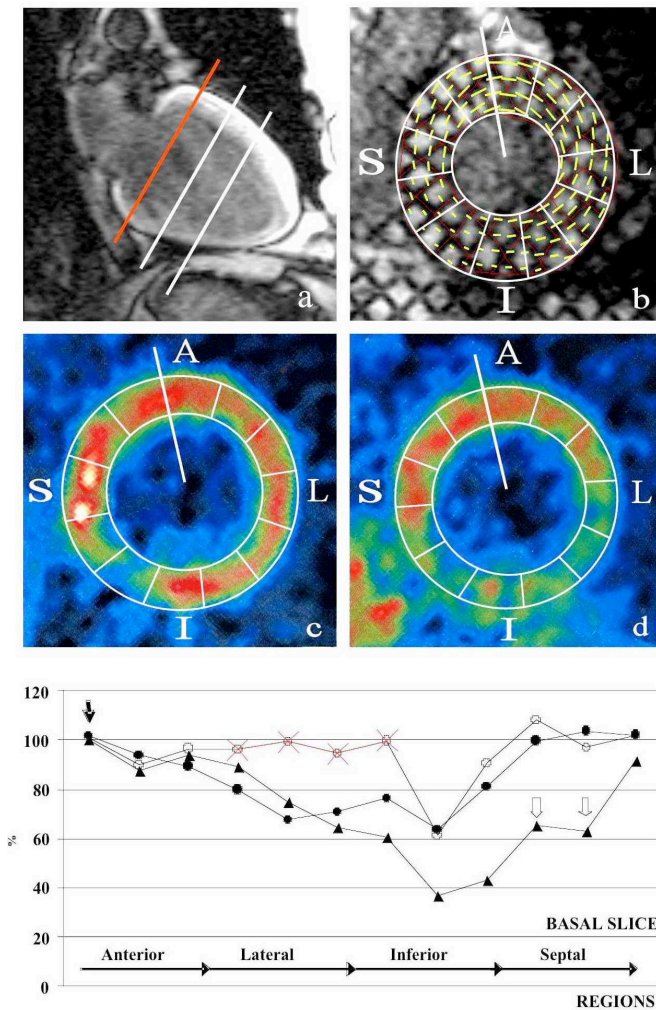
a, long axis localizer view in a patient. Three of six tag lines at rest were chosen at three ventricular levels for matched correlation with PET slices. Red line, basal tag line taken into account in this figure. b, tagged-MRI short-axis image at rest divided in 12 regions. Vectors represent quantitative tag deformation in the circumferential direction (circumferential shortening, Ecc). Note the poor contraction in infero-septal regions. c, ^{18}F FDG slice corresponding to the tagged-MRI slice at rest. d, myocardial factor image related to perfusion and corresponding to tagged-MRI and ^{18}F FDG slices. At bottom, plot constructed from images b, c and d and representing relative values of Ecc (\blacktriangle), glucose uptake (\circ) and perfusion (\square) at baseline. Note the impaired contractility in mismatch viable regions (\otimes) and the effect of the presence of a lateral ischemic boundary (tethering effect) on the contractile performance of regions with a normal PET-pattern (open arrow). \downarrow indicates one of the two regions selected as a control in this patient.
